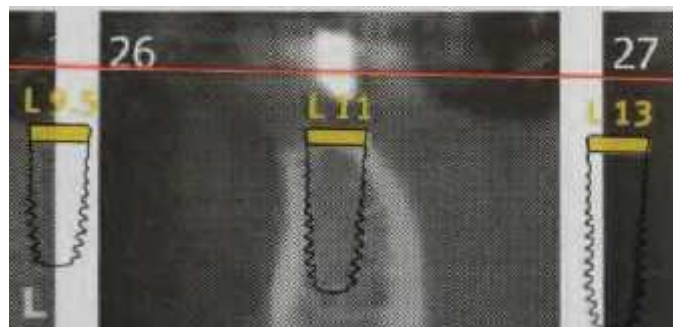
Planche radiographique avec calque implantaire.
